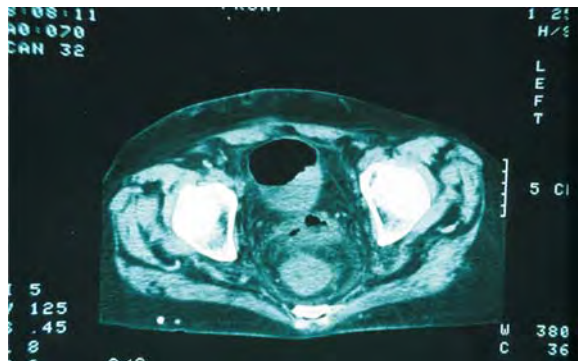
TAC abdómino-pelvíca. Caso 1. D.P. 80 a. Fístula colo-vesical secundaria a EDC. Se aprecia aire a nivel vesical.
